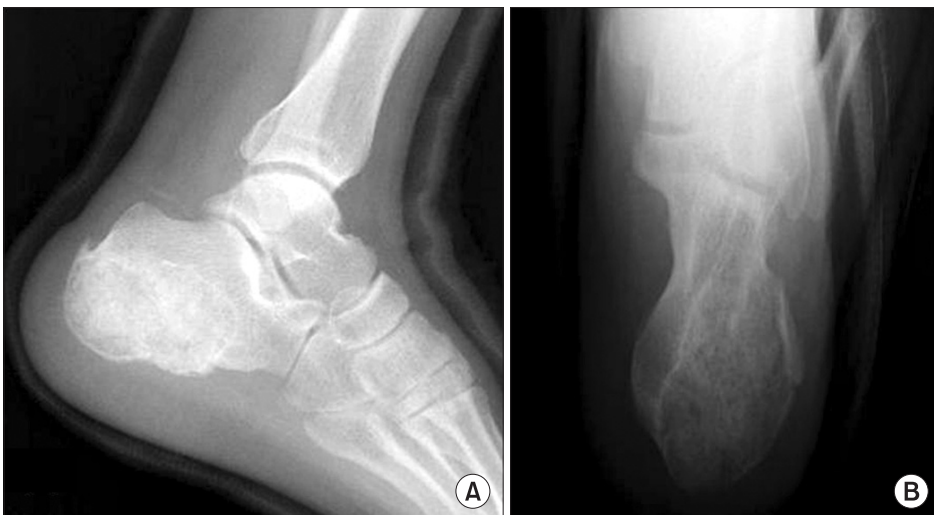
Postoperative radiograph showed the osteolytic lesion filled with grated bone.
